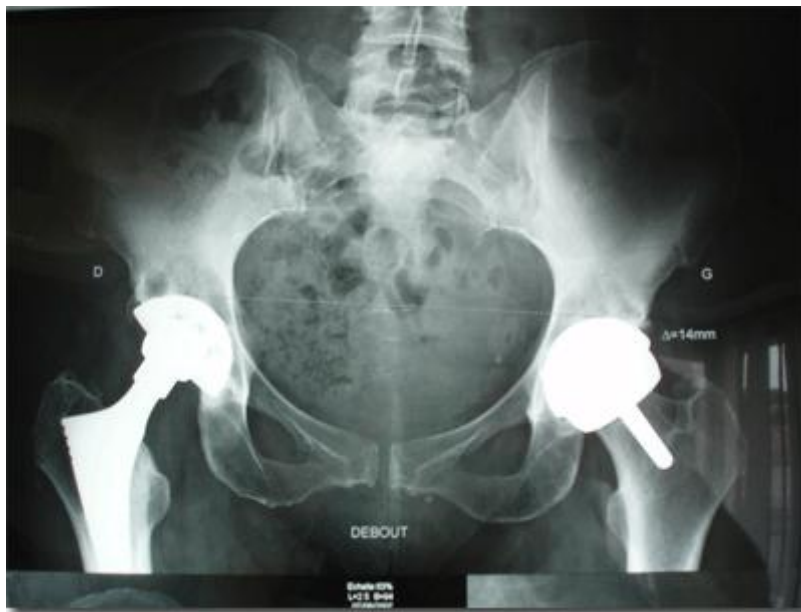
Radiographie du bassin de face [32]
